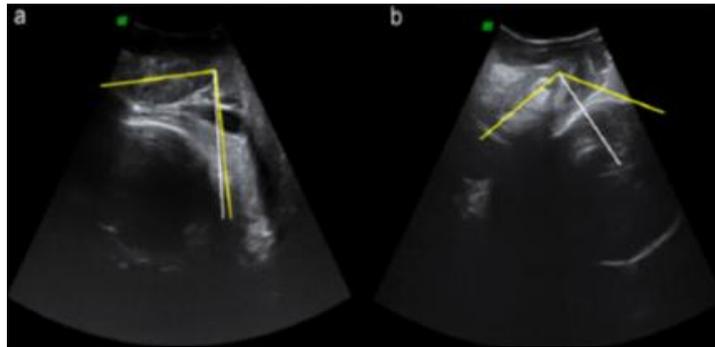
Deux situations cliniques à l'échographie [11]
